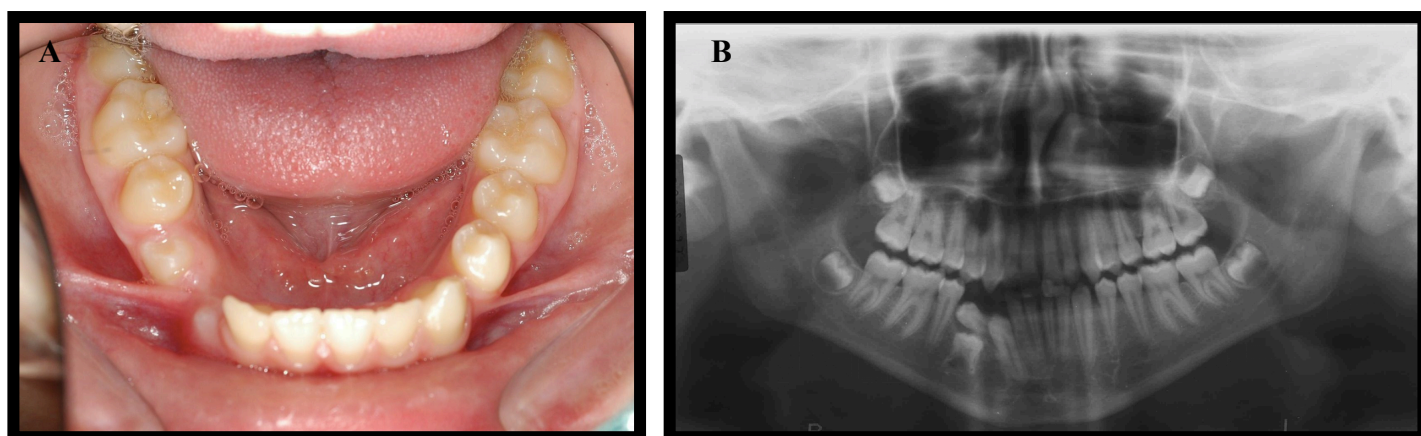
Fotografia intra-oral da arcada mandibular (A) e Ortopantomografia antes do tratamento (B)
